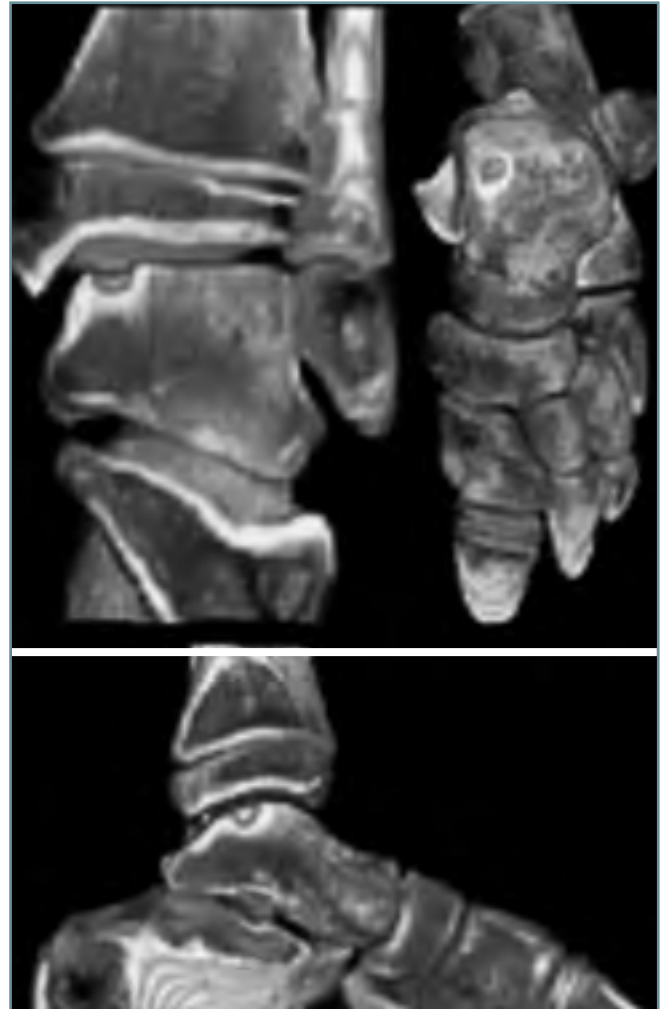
Imágenes tridimensionales por TAC helicoidal cedidas por el Dr. Núñez-Samper.
